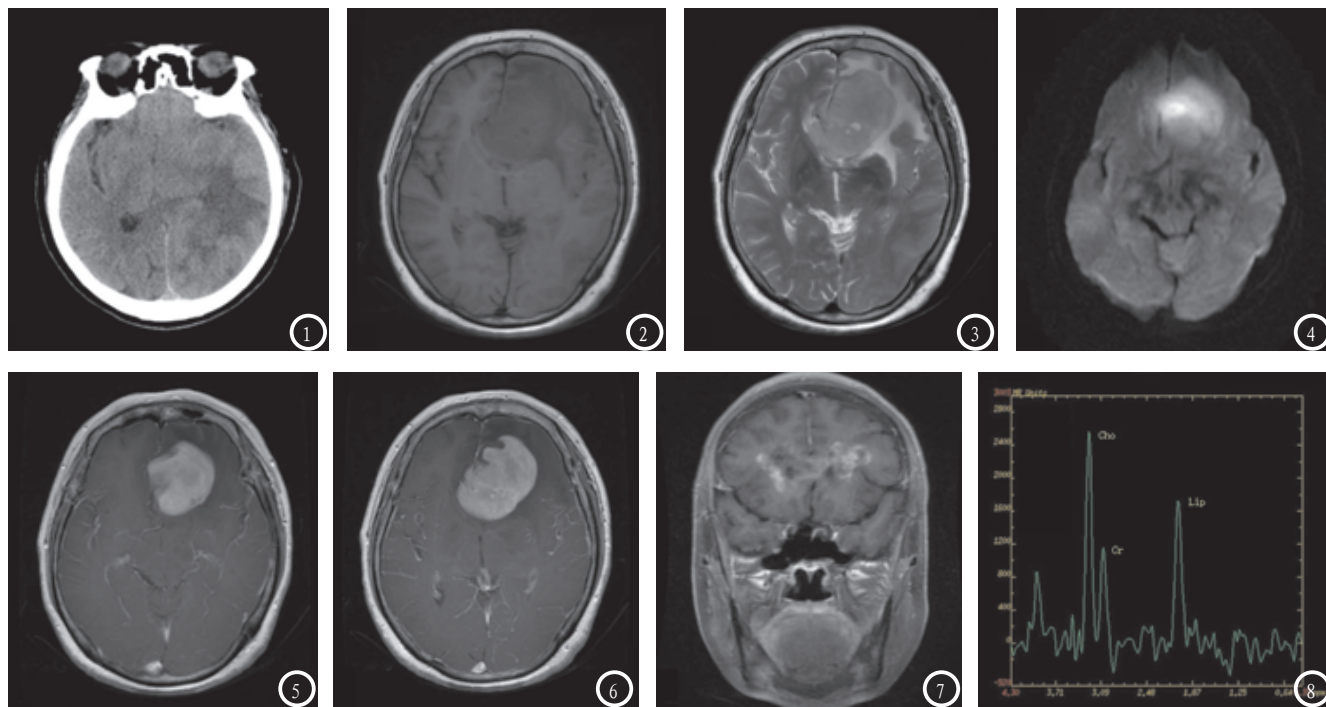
女性,64岁,CT平时轴位,左侧额叶PCNSL,左侧额叶事斑片状稍高密度影,周围时片状低密度水肿带。图2-5 为同一患者,女,62岁,左侧额叶PCNSL,图2 T1WI;图3 T2WI;图4 DWI;图5 增强。MRI示病灶T1呈等、低信号,T2呈低信号,DWI呈不均匀高信号,增强呈不均匀明显强化。图6 左侧额叶PCNSL,周围病灶内缘可见典型的“缺口征”。图7 胼胝体压部PCNSL,病灶跨越中线,呈不均“蝴蝶状”强化。图8 双侧侧脑室前角旁原发性中枢神经系统淋巴瘤,¹H-MRS表现出特征性高耸的Lip峰,Cho峰明显升高,Cr峰降低,NAA降低以致缺失。
